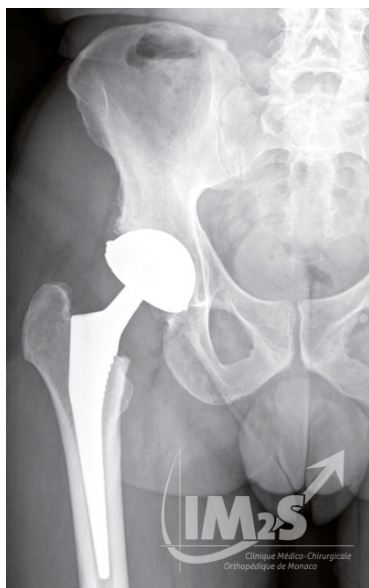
Radiographie d'une prothèse totale de hanche (PTH) - <https://www.im2s.mc/prothese-de-hanche/>.
